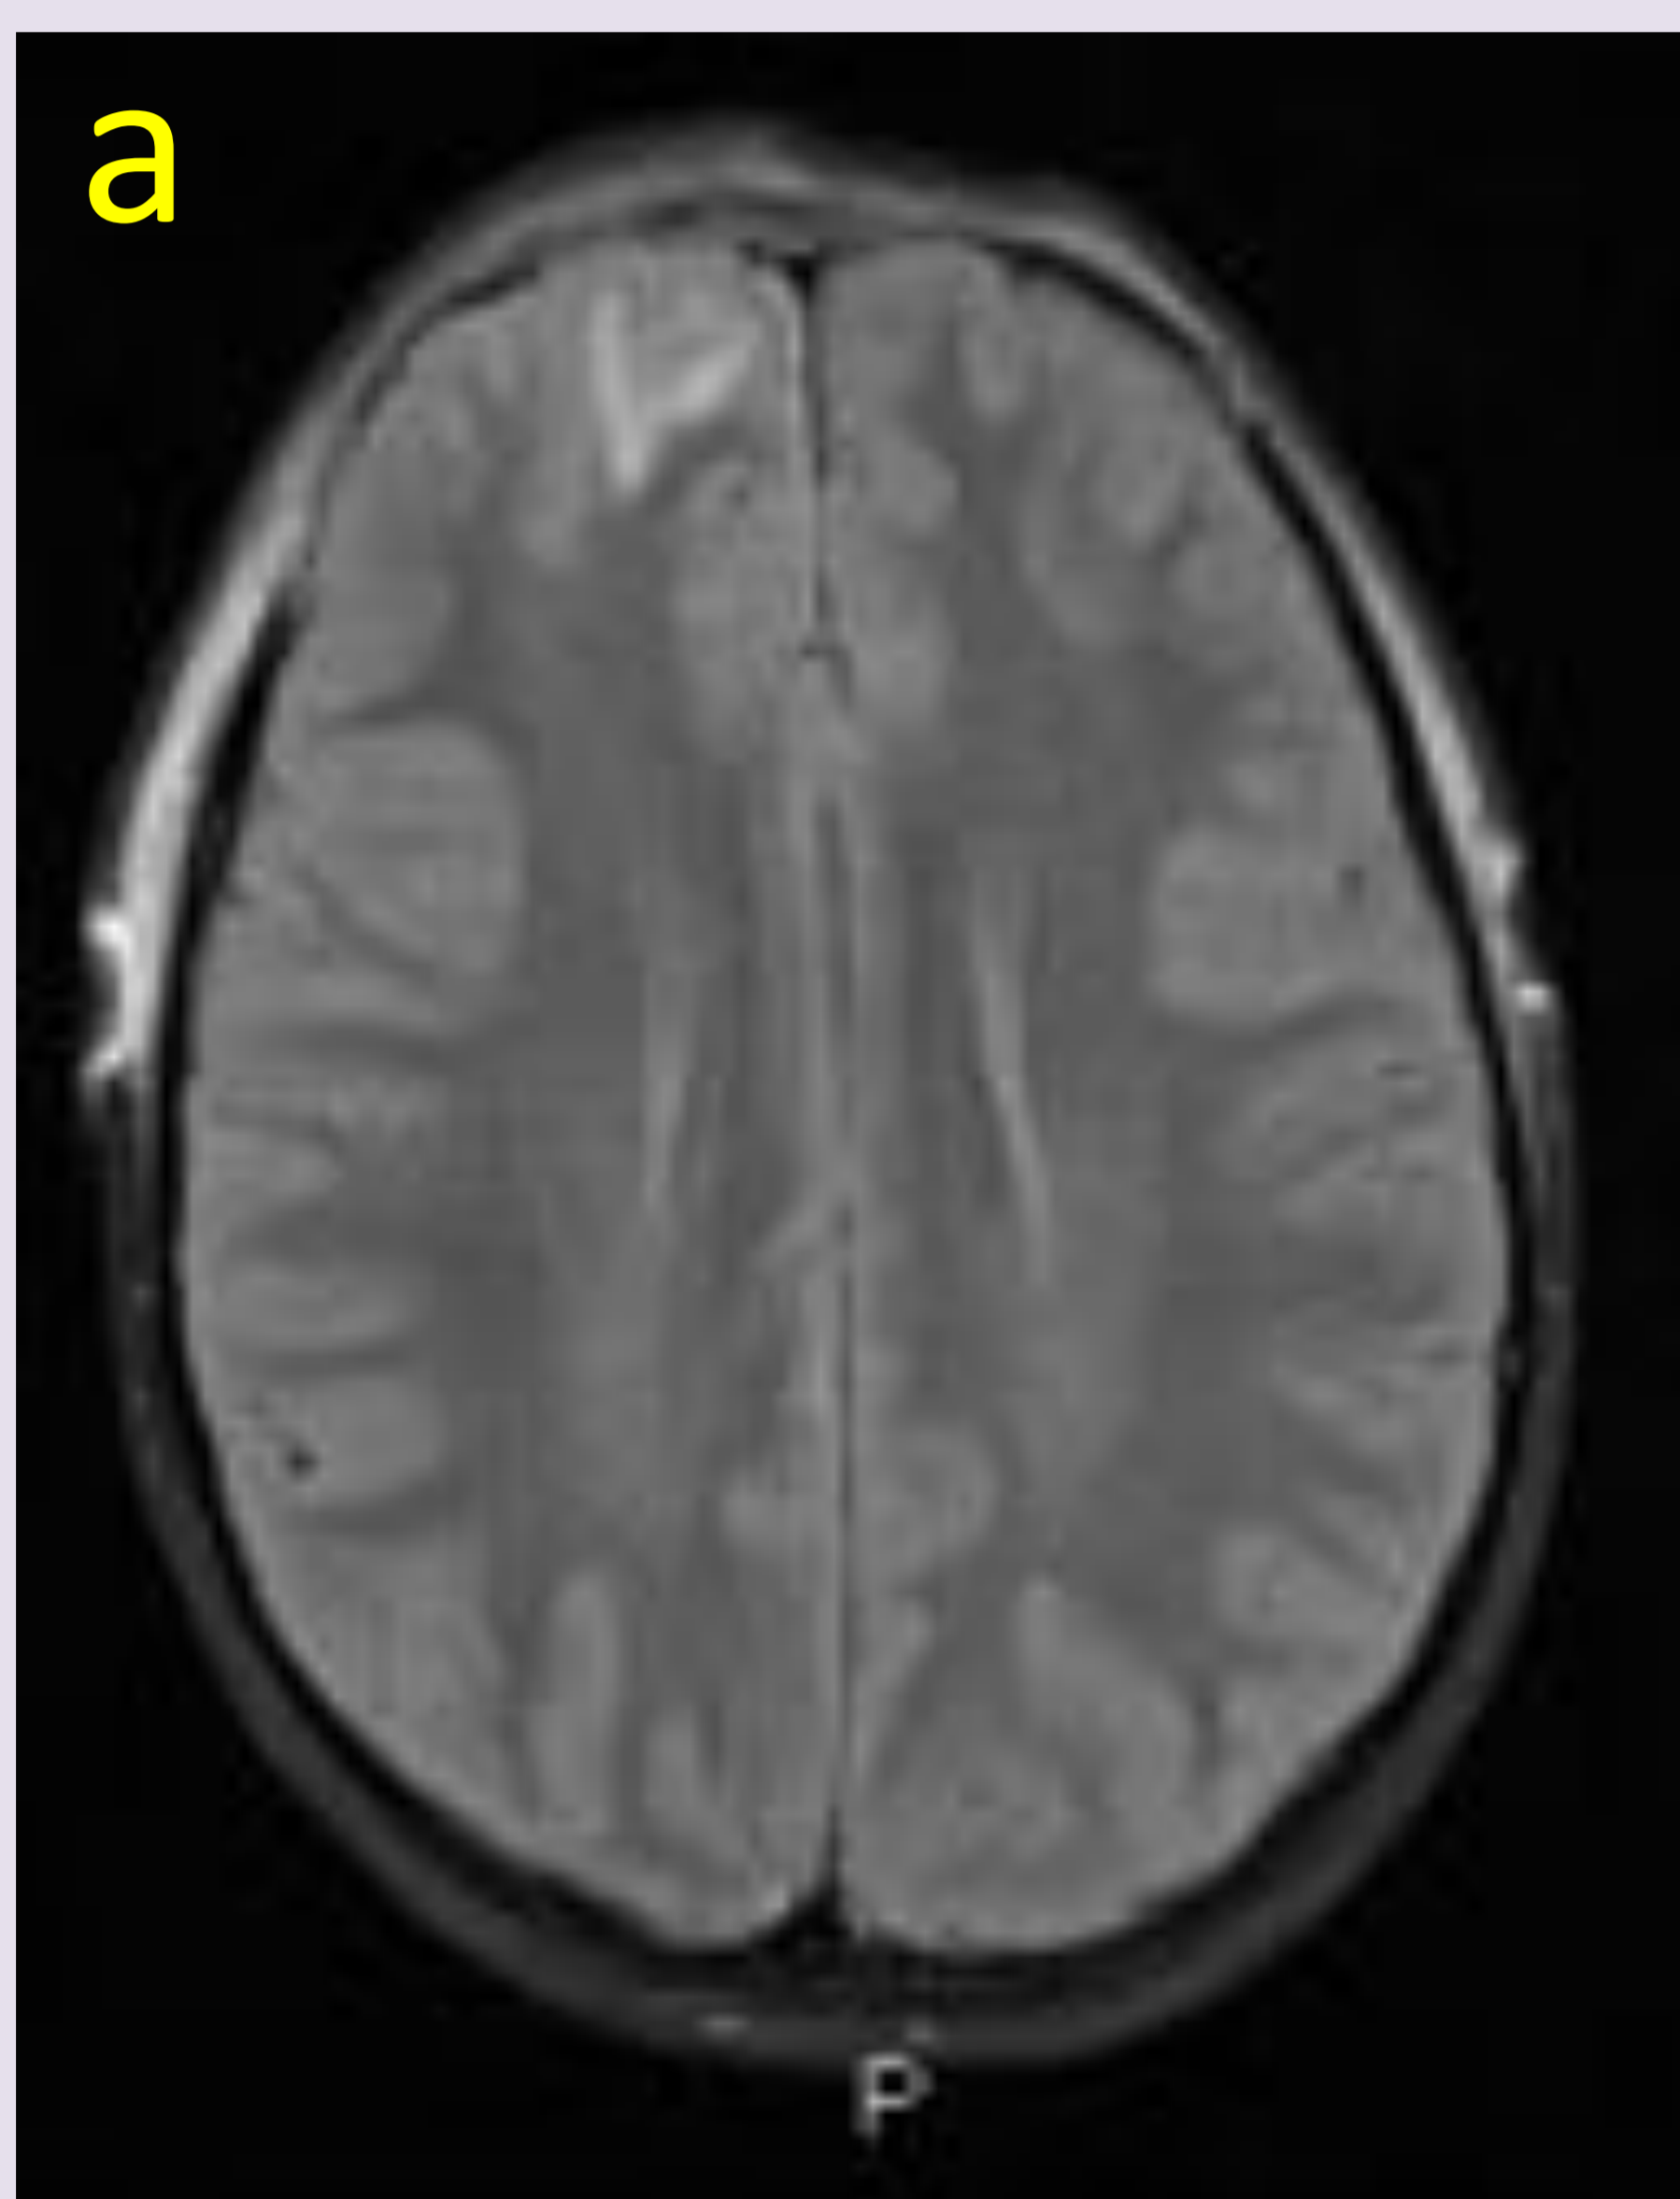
RM craneal. Secuencia FLAIR (a), DWI valor alto de b (b) y mapa paramétrico del ADC (c). Área frontal hiperintensa en FLAIR, sin restricción a la difusión sugestiva de cerebritis
